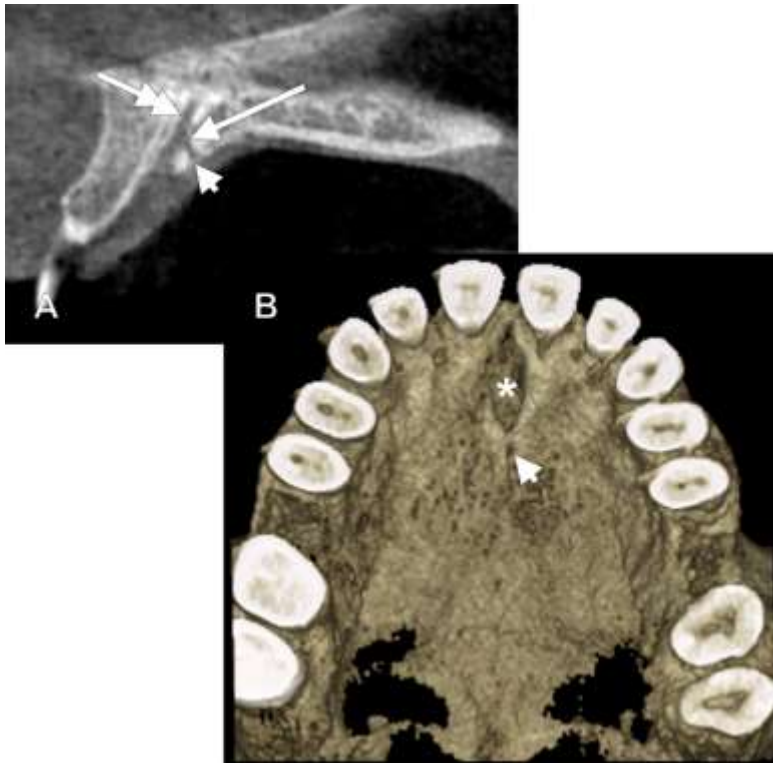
Foraminulă incisivă mediană posterioară. A: Secțiune CBCT sagitală. B: randare tridimensională. Din canalul incisiv propriu drept (săgeata cu vârf dublu) pornește un canalicul postero-inferior (săgeata) care se deschide la o foraminulă mediană (vârf de săgeată) localizată imediat posterior de gaura incisivă (*).
